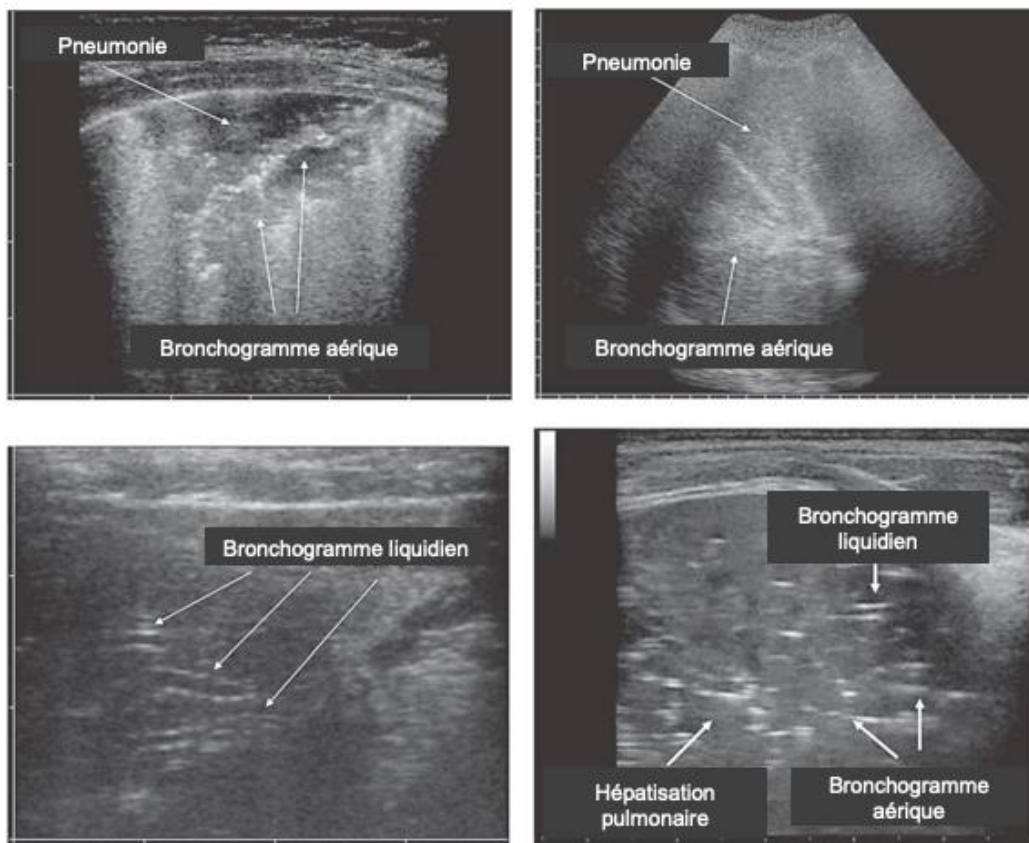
Exemples d'images de pneumonie acquise en communauté (PAC) à l'ultrason [13](#)
